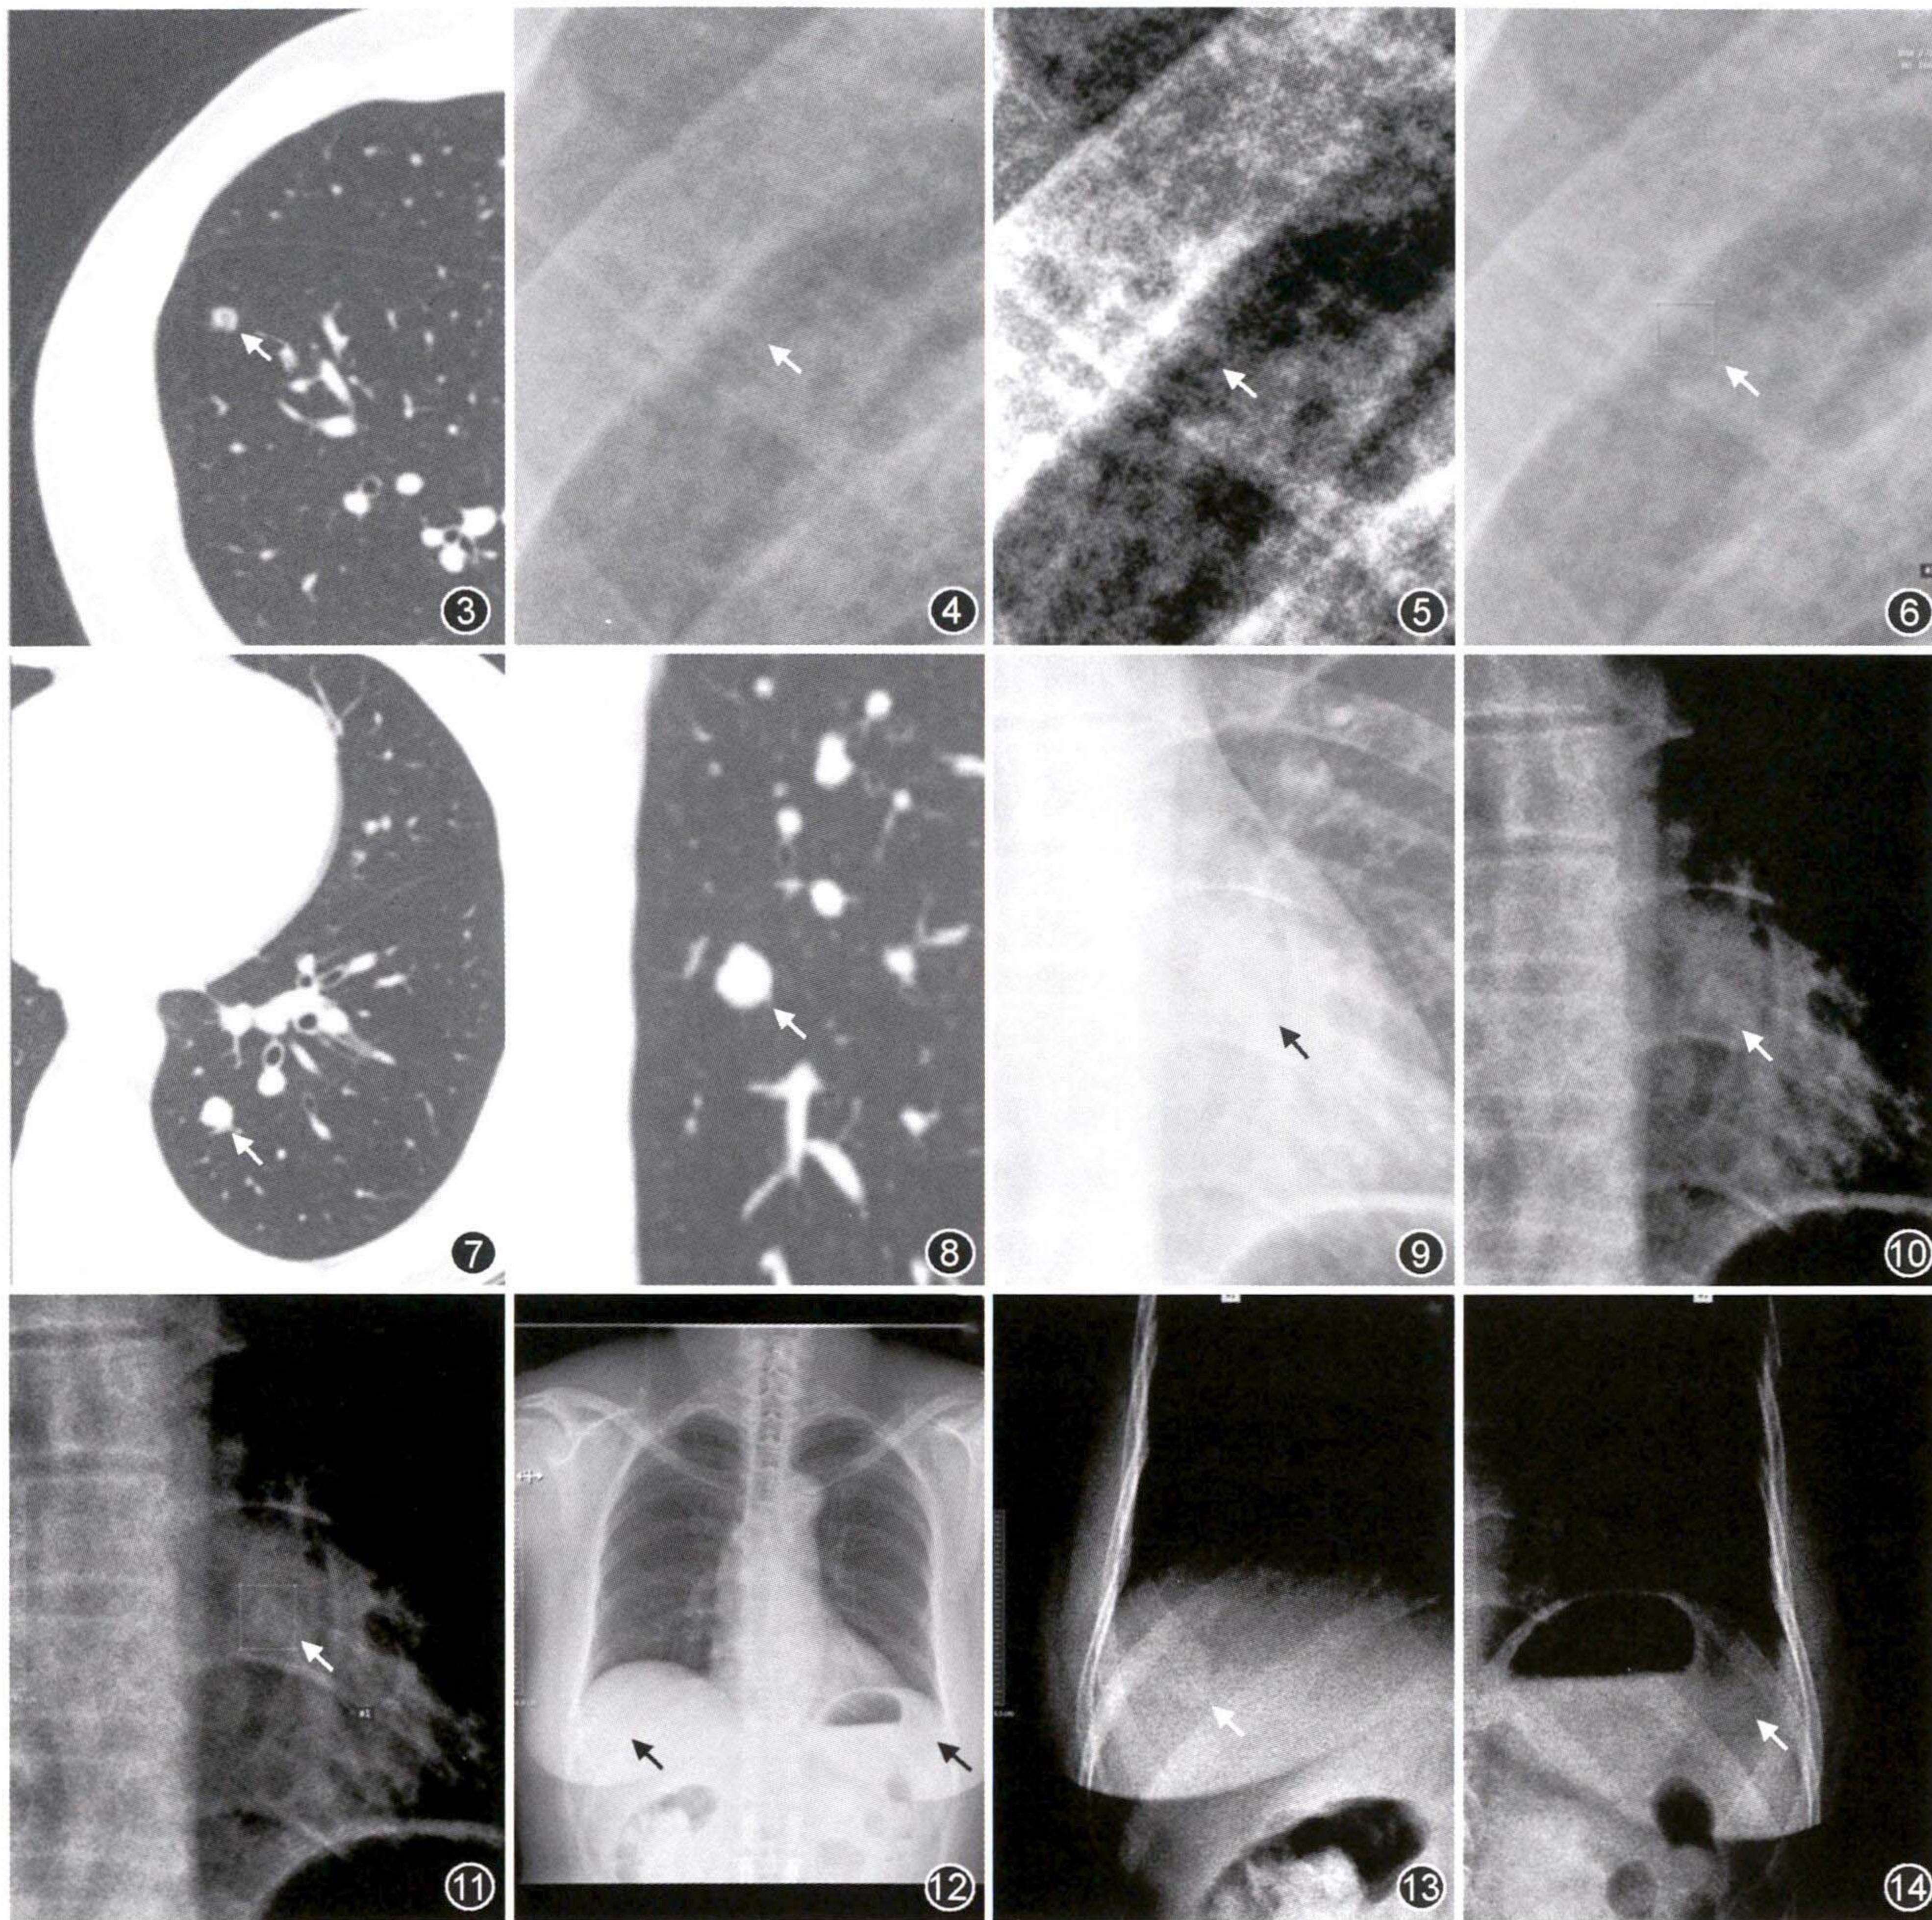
~6 肺结节被肋骨遮挡的影像图。图3为肺结节(↑)在CT检查中的位置,图4为肺结节(↑)在胸部X线检查默认窗宽窗位中显示不清,图5为肺结节(↑)在胸部X线检查调整窗宽窗位后显示更清楚,图6为肺结节(↑)在胸部X线检查中的标注 图7~11 肺结节被心脏遮挡的影像图。图7,8为肺结节(↑)在CT检查中的位置,图9为肺结节(↑)在胸部X线检查默认窗宽窗位中显示不清,图10为肺结节(↑)在胸部X线检查调整窗宽窗位后显示更清楚,图11为肺结节(↑)在胸部X线检查中的标注 图12~14 胸部X线检查中乳头影的判定图。图12为乳头(↑)在默认窗宽窗位中显示不清,图13,14为乳头(↑)在调整窗宽窗位后结合乳腺形态更容易鉴别
